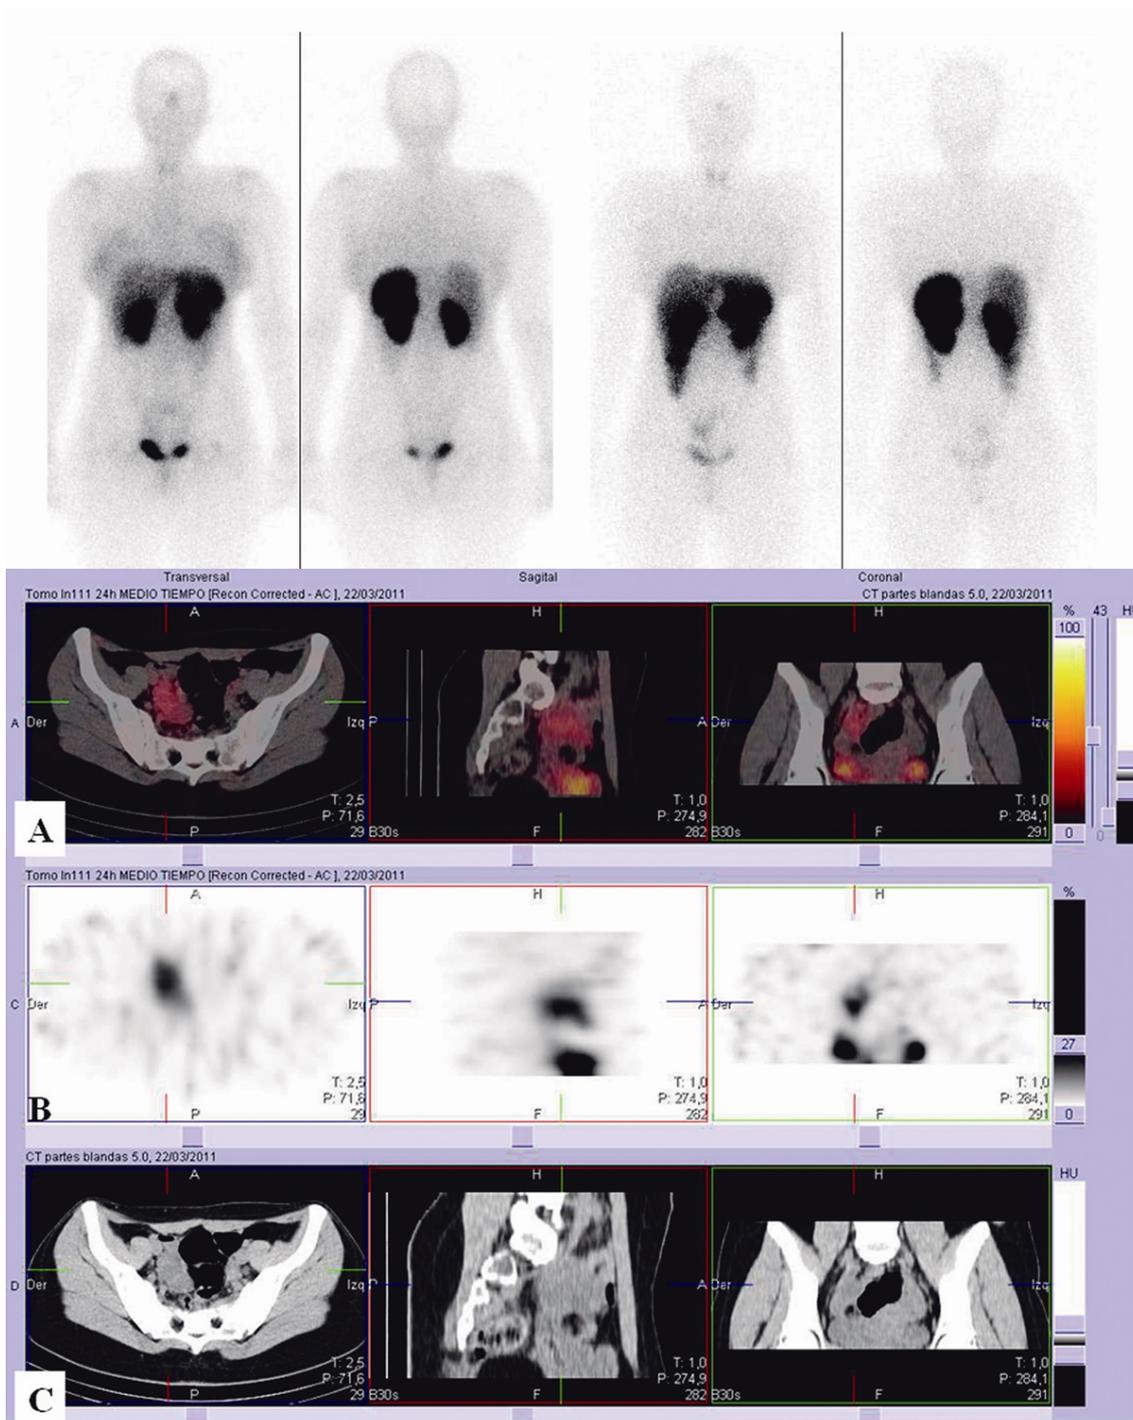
Paciente de 19 años diagnosticada de un tumor neuroendocrino apendicular durante una apendicitis aguda y remitida a nuestro servicio para realizar un estudio de extensión tras el tratamiento quirúrgico. La gammagrafía convencional mostró un acúmulo focal de radiotrazador en la pelvis derecha. Las imágenes de SPECT/CT permitieron localizar este foco en el ovario derecho (foco 141) pero fue clasificado como tumor neuroendocrino. Una resonancia magnética confirmó la existencia de una lesión nodular en el ovario derecho compatible con un teratoma maduro (quiste dermoide). La paciente fue tratada con ovariectomía derecha y el estudio histológico de la pieza quirúrgica mostró un teratoma maduro del ovario derecho con fragmentos correspondientes a piel, complejos pilosebáceos, glándulas ecrinas maduras, tejido fibroadiposo y haces de músculo liso, observándose así mismo fragmentos de estroma y parénquima ovárico con presencia de folículos primordiales.
